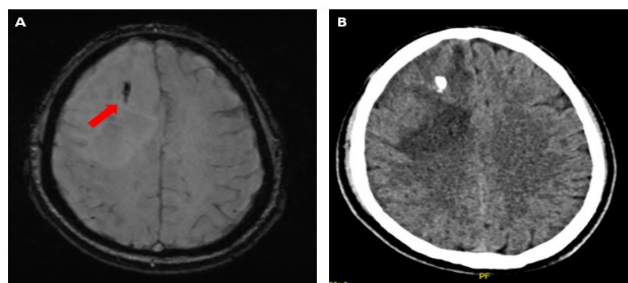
A. Imagen axial de una secuencia SWI donde se evidencia un tumor frontal derecho con una hipodensidad que corresponde a calcificación (flecha roja), la patología fue compatible con oligodendroglioma. B. En la imagen de TAC si se correspondía también con una calcificación. Tomada de archivo con consentimiento del paciente.
